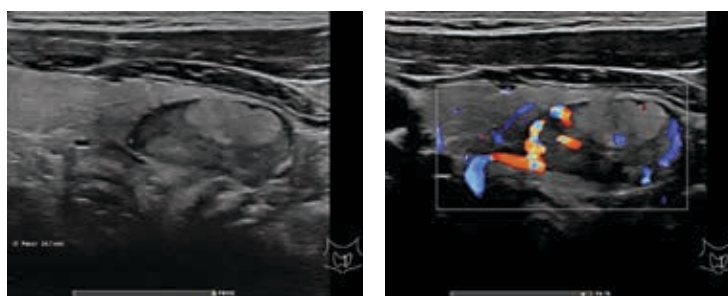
УЗИ ЩЖ, В-режим (продольный скан) и режим ЦДК. Узел левой доли ЩЖ размерами 11×13×24 мм, с четкими контурами, с изоэхогенной и гипоэхогенной зонами, кровотока – смешанный. TI-RADS 4 (Фолликулярный рак ЩЖ)
